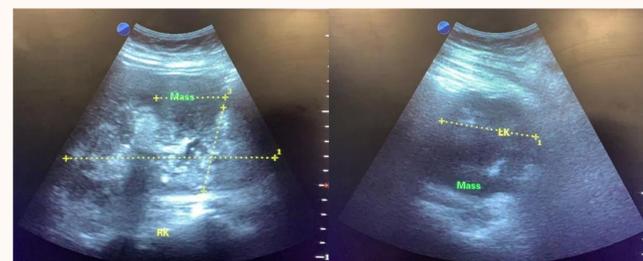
Evidencia de masa abdominal mediante USG.
